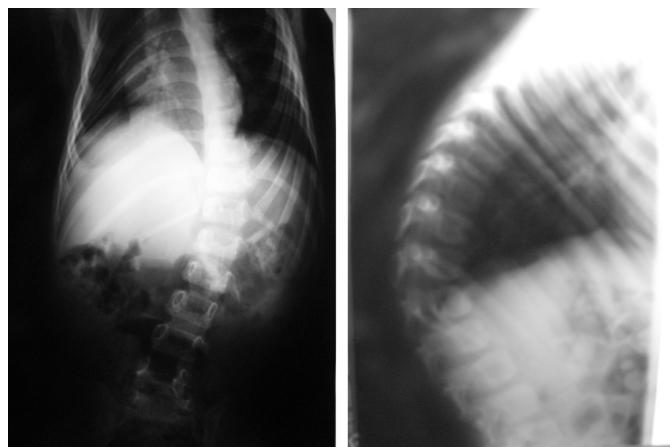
Рентгенограммы В. А., 3 года 6 мес.
